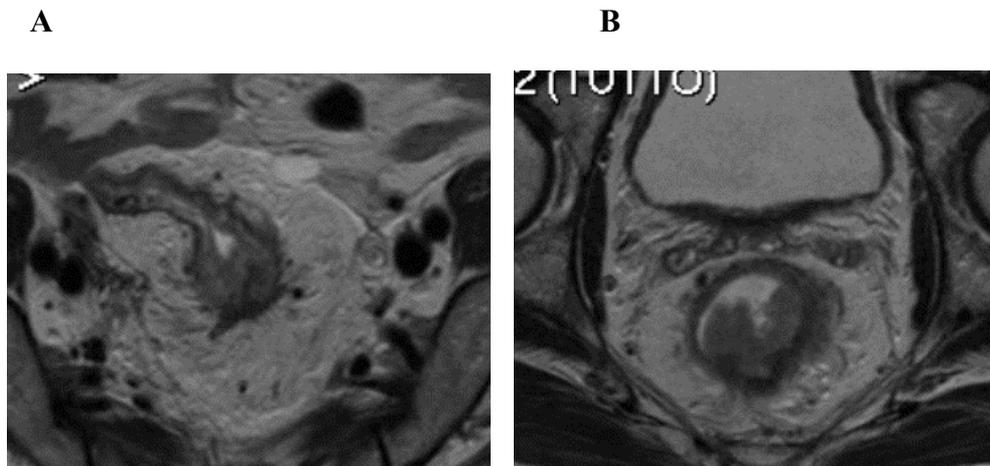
MRI di carcinoma del retto inferire con infiltrazione dei vasi extramurali che si presentano assottigliati (A) e con contorni irregolari e nodulari (B)
